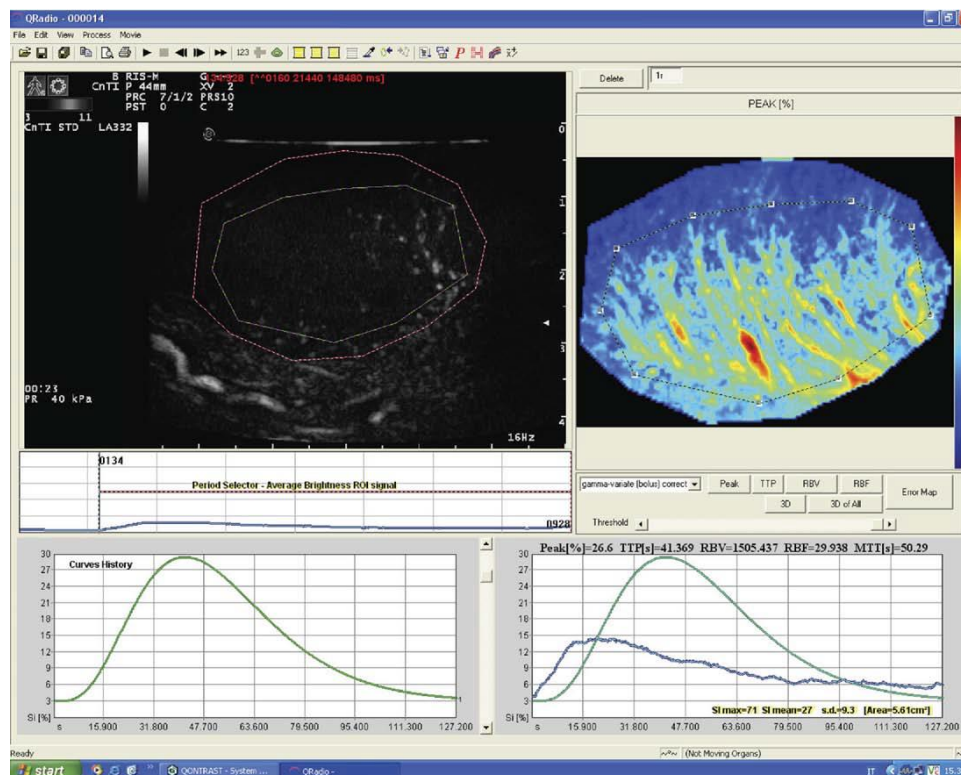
Elaborazione digitale della curva intensità-tempo dell'ecografia scrotale con mdc
